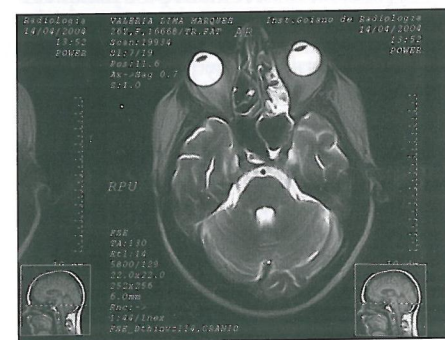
Ressonância magnética corte axial em T2, após o tratamento quimioterápico ausência de proptose ocular direita. Nota-se hipersinal da mucosa do seio maxilar direito e células etmoidais sugerem uma parasinusite
